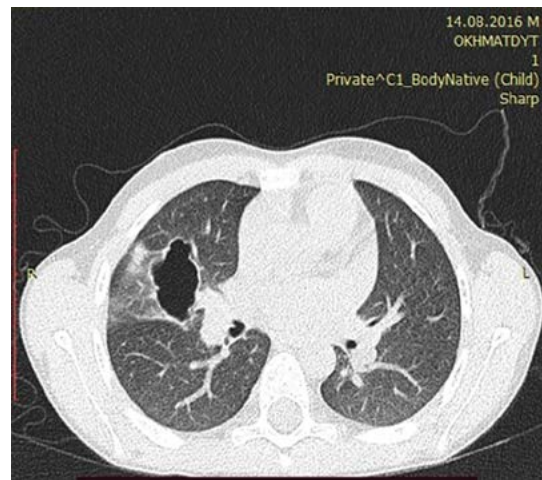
КТ-зріз: «Кіста правої легені»
